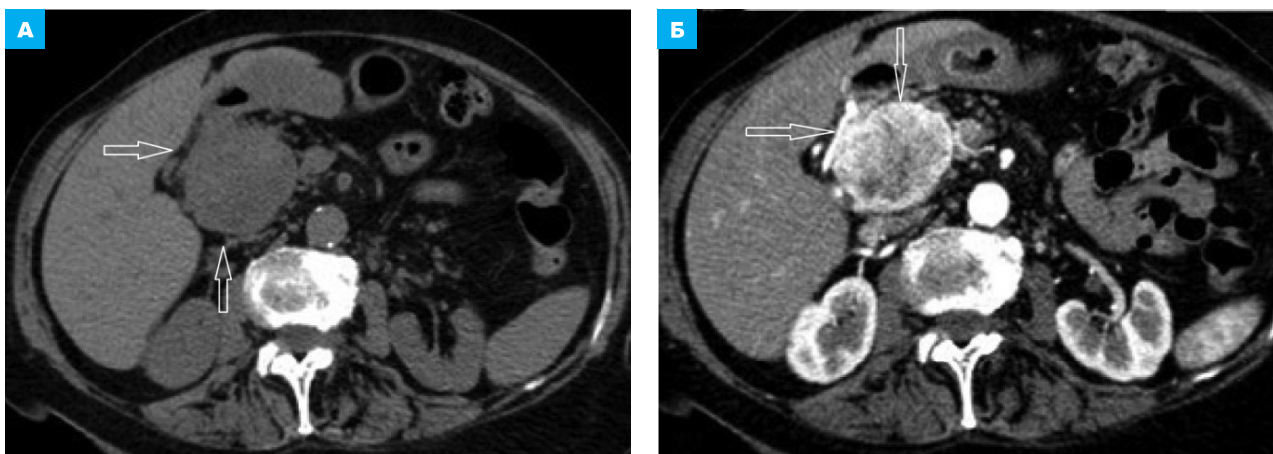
КТ брюшной полости, аксиальная плоскость на уровне нисходящей части ДПК. А – нативное исследование. Б – артериальная фаза КУ. ГИСО. Во 2-м отделе ДПК определяется ГИСО в виде крупного неоднородно гиперденсивного узлообразования (стрелки) с наибольшим КУ периферии
